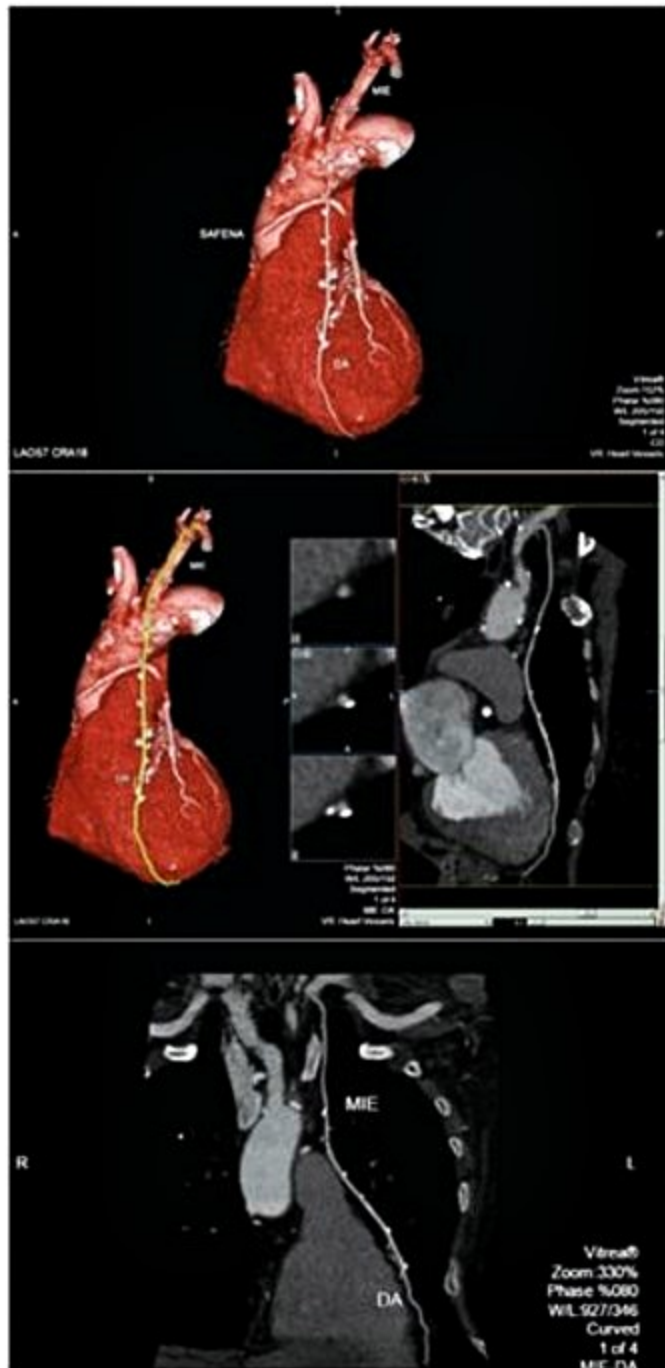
Angiotomografia mostrando enxertos arterial e venoso. Reconstruções tridimensionais e reformatações curvas de enxertos arterial e venoso.
